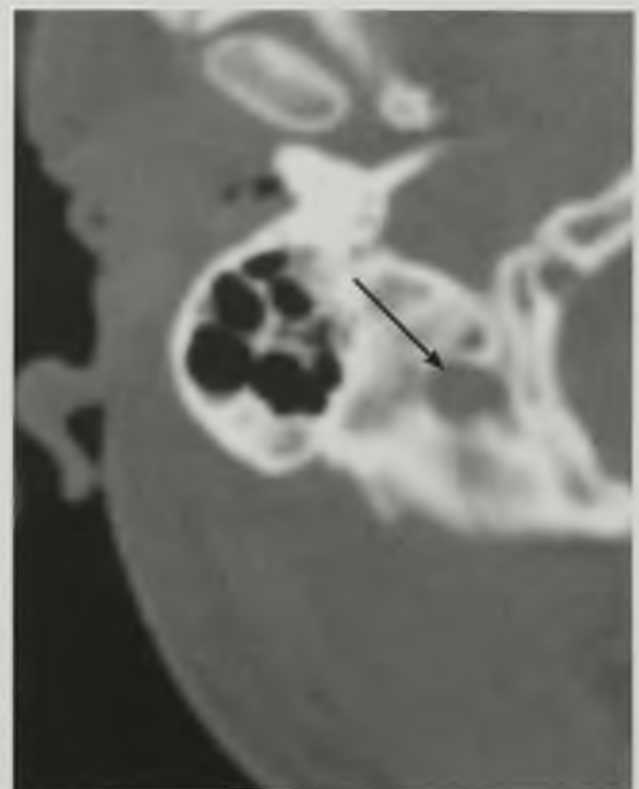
Компьютерная томограмма височной кости. Снижение воздушности ячеек сосцевидного отростка, отсутствие костных перегородок, наличие жидкости (стрелка)
